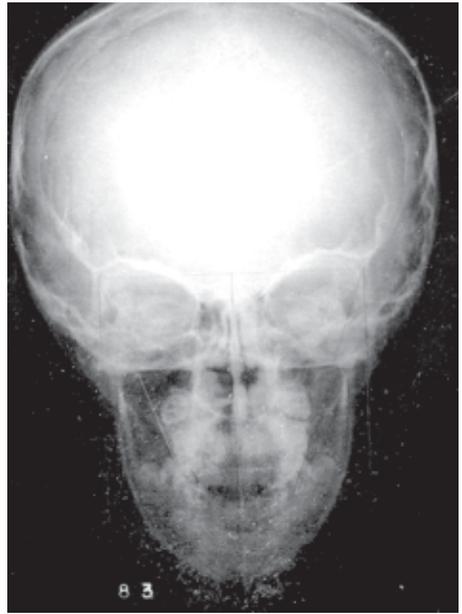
Radiografía frontal para el diagnóstico de alteraciones esqueléticas.
